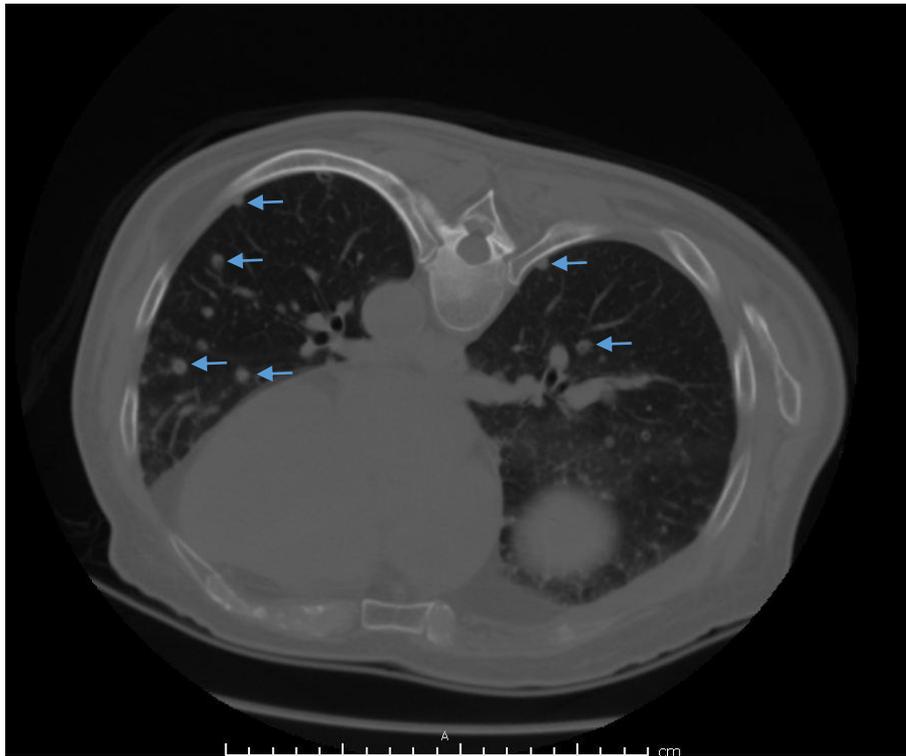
Corte axial de tomografía, con paciente en decúbito prono y ventana pulmonar donde se observan múltiples metástasis pulmonares bilaterales (fechas). Fuente: Archivo radiológico Hospital Dr. Miguel
